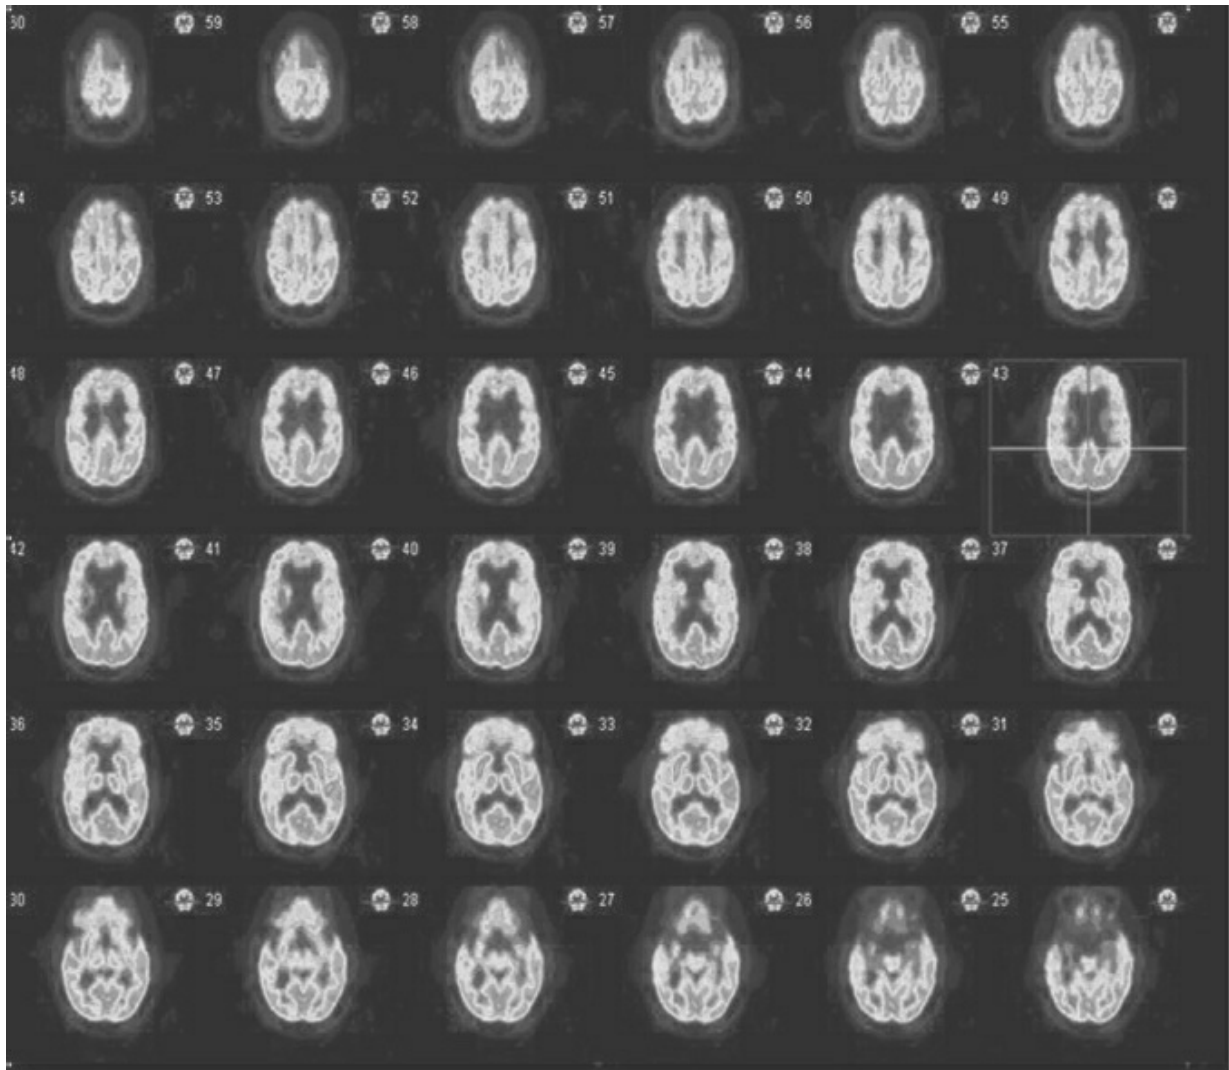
PET-FDG axial. Cortesía del Dr. Guiyun Wu. También se muestra en el inserto a color.
